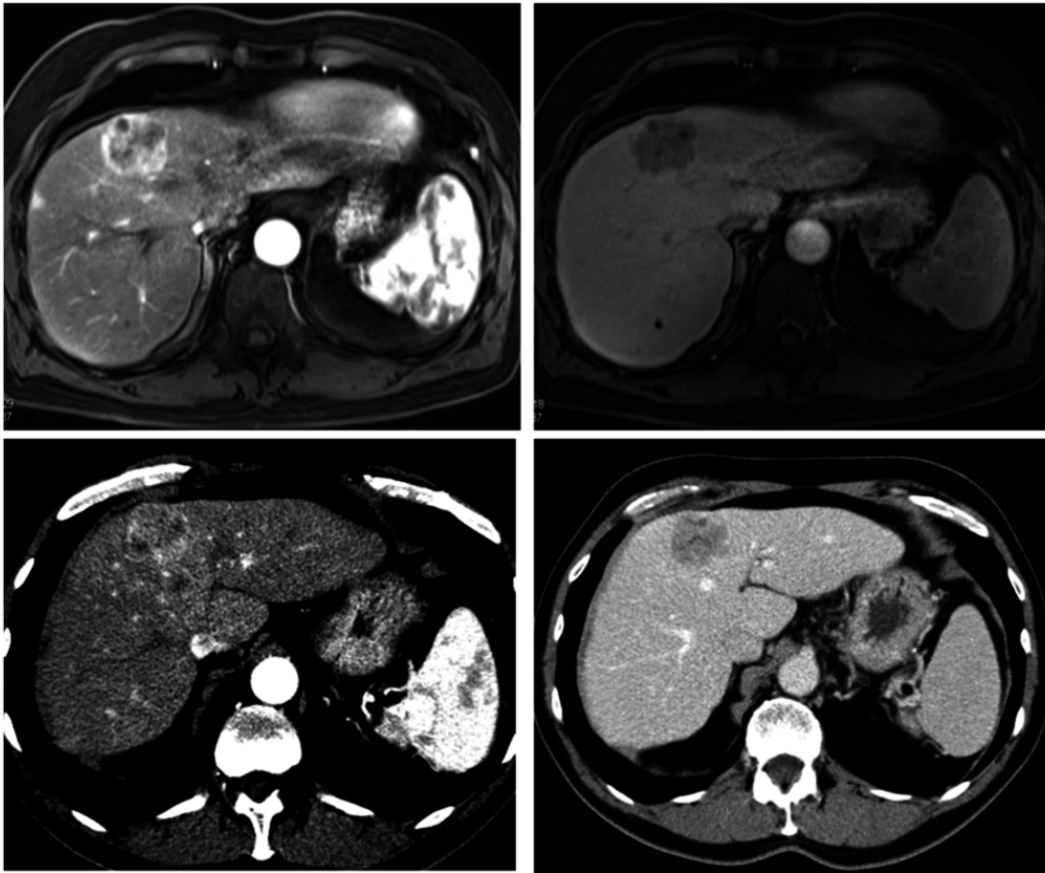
Wash-in, wash-out Phänomen HCC: HCC im rechten Leberlappen eines 76- jährigen Patienten. Typisches Perfusionsverhalten in MRT (Magnetresonanztomographie) (oberer Reihe) und CT (Computertomographie) (untere Reihe) mit arterieller Phase (links) und venöser Phase (rechts), aus(Schraml et al., 2015).
